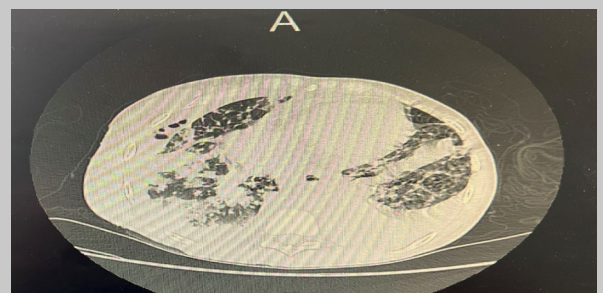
aspect de miliaires + masses pulmonaires droites sur TDM thoracique
